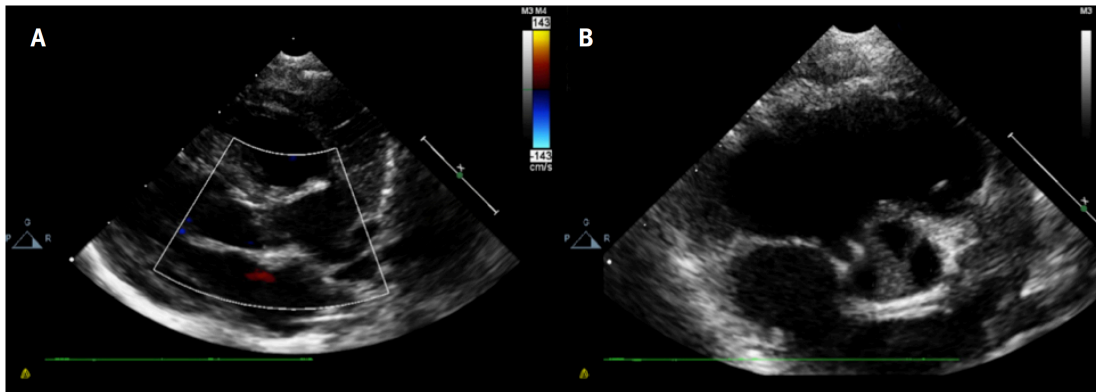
Imagen de ecocardiografía transtorácica. A. Eje largo del tracto de salida del ventrículo izquierdo donde se observa válvula aórtica engrosada con limitación a la apertura y ligera dilatación postestenótica. B. Eje corto de válvula aórtica bicúspide con rafe medio por fusión de valva coronaria derecha y no coronaria, en neonato de 5 días de vida con estenosis aórtica significativa.
